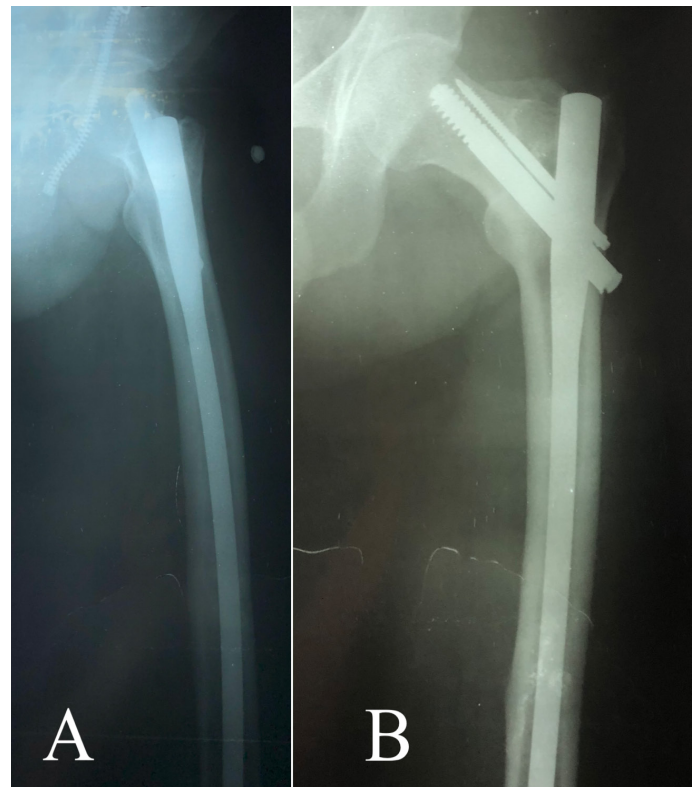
Radiografia após 2 anos de cirurgia. A. Incidência em oblíquo. B. Incidência em anteroposterior.
